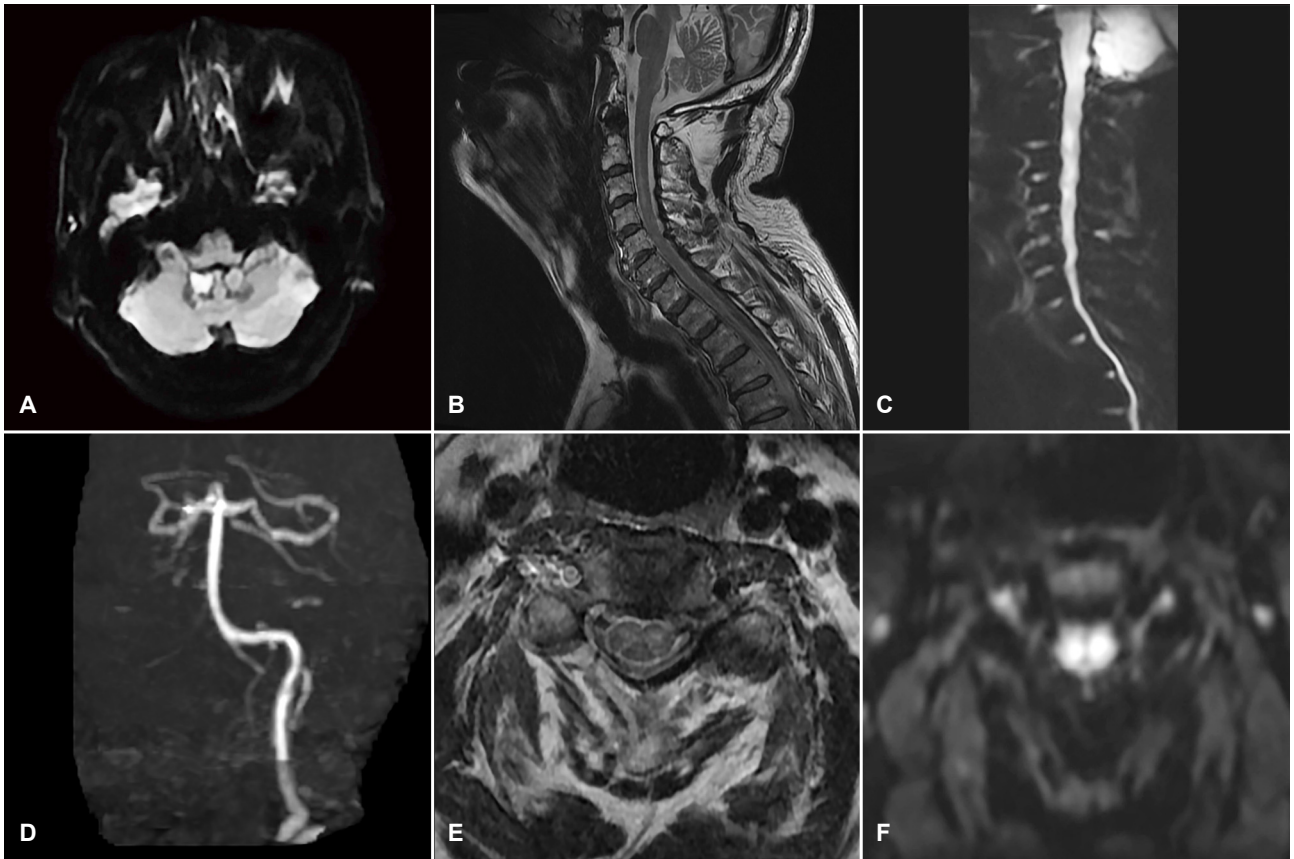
Brain and spinal MRI of the patient. (A) Diffusion-weighted image shows high signal intensity in the bilateral medial cerebellum and (D) magnetic resonance angiography demonstrates occlusion of V4 segment of the right vertebral artery. (B, C) Sagittal spine MRI reveals high signal intensities on T2-and diffusion-weighted images from the C2 to C5 level. (E, F) Axial spine MRI also shows high signal intensity on T2-and diffusion-weighted images. MRI; magnetic resonance imaging.
